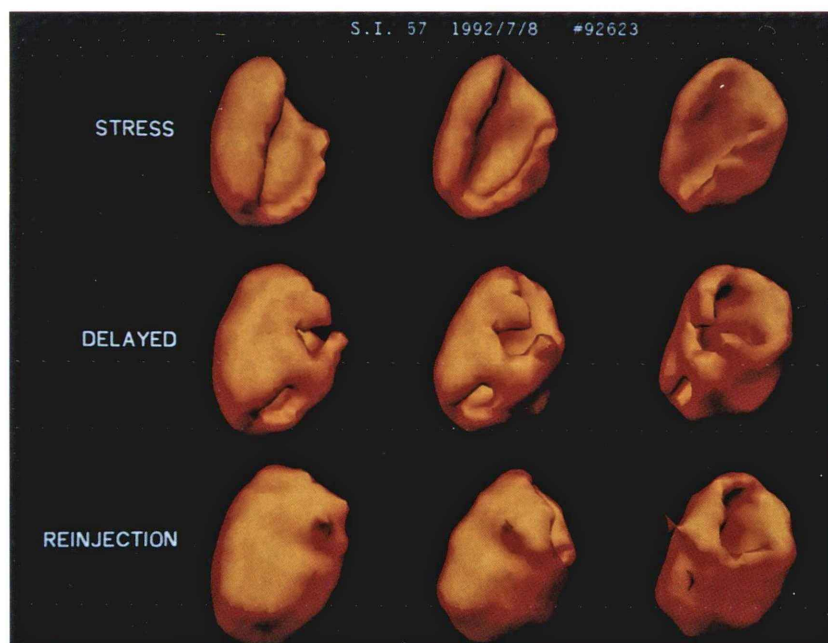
Three dimensional images of myocardium demonstrated changes similar to observed those by myocardial SPECT.
